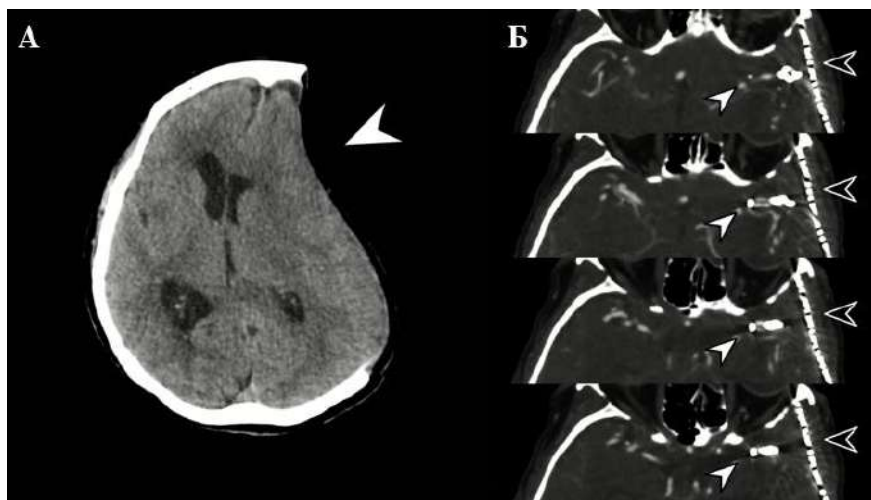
КТ и КТА головного мозга после оперативного лечения. А – КТ головного мозга после операции без контрастирования, аксиальная плоскость. На томограммах визуализируется выраженное западение кожного лоскута (стрелка) со смещением срединных структур вправо на 15,5 мм. Б – КТ-ангиография сосудов головного мозга после операции, аксиальная плоскость. Визуализируется
